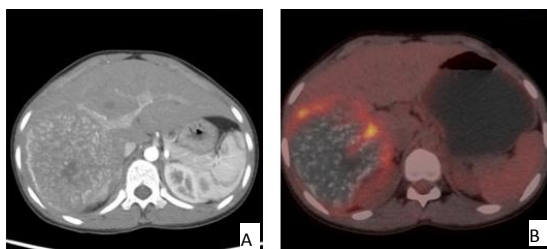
同一肝脏泡型棘球蚴病患者肝右叶增强CT与PET-CT图像
